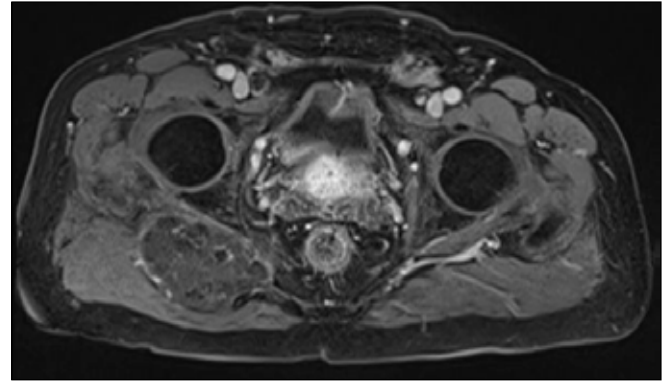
Hip MRI demonstrated right gluteal area, peripheral and septal weak contrast enhancement on axial images following intravenous contrast media administration.
